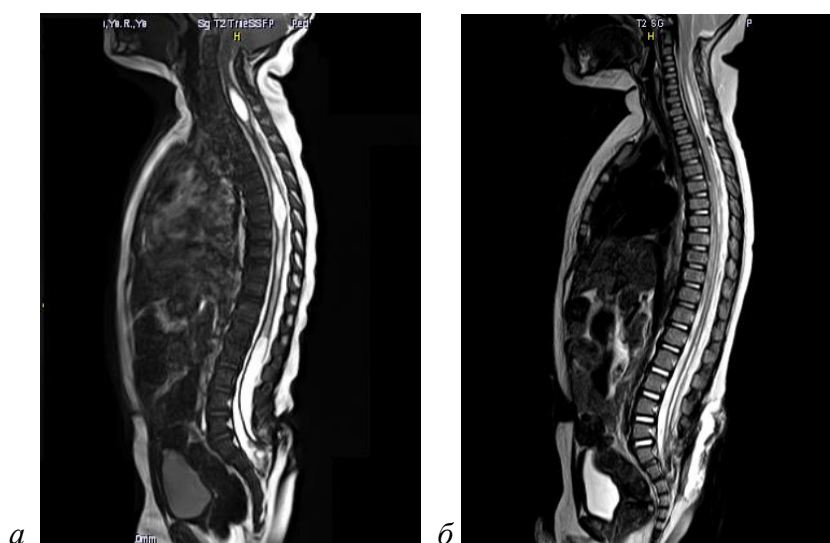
МРТ пациента 1,5 лет с сирингомиелией и вторичной фиксацией спинного мозга до (а) и после (б) операции.
